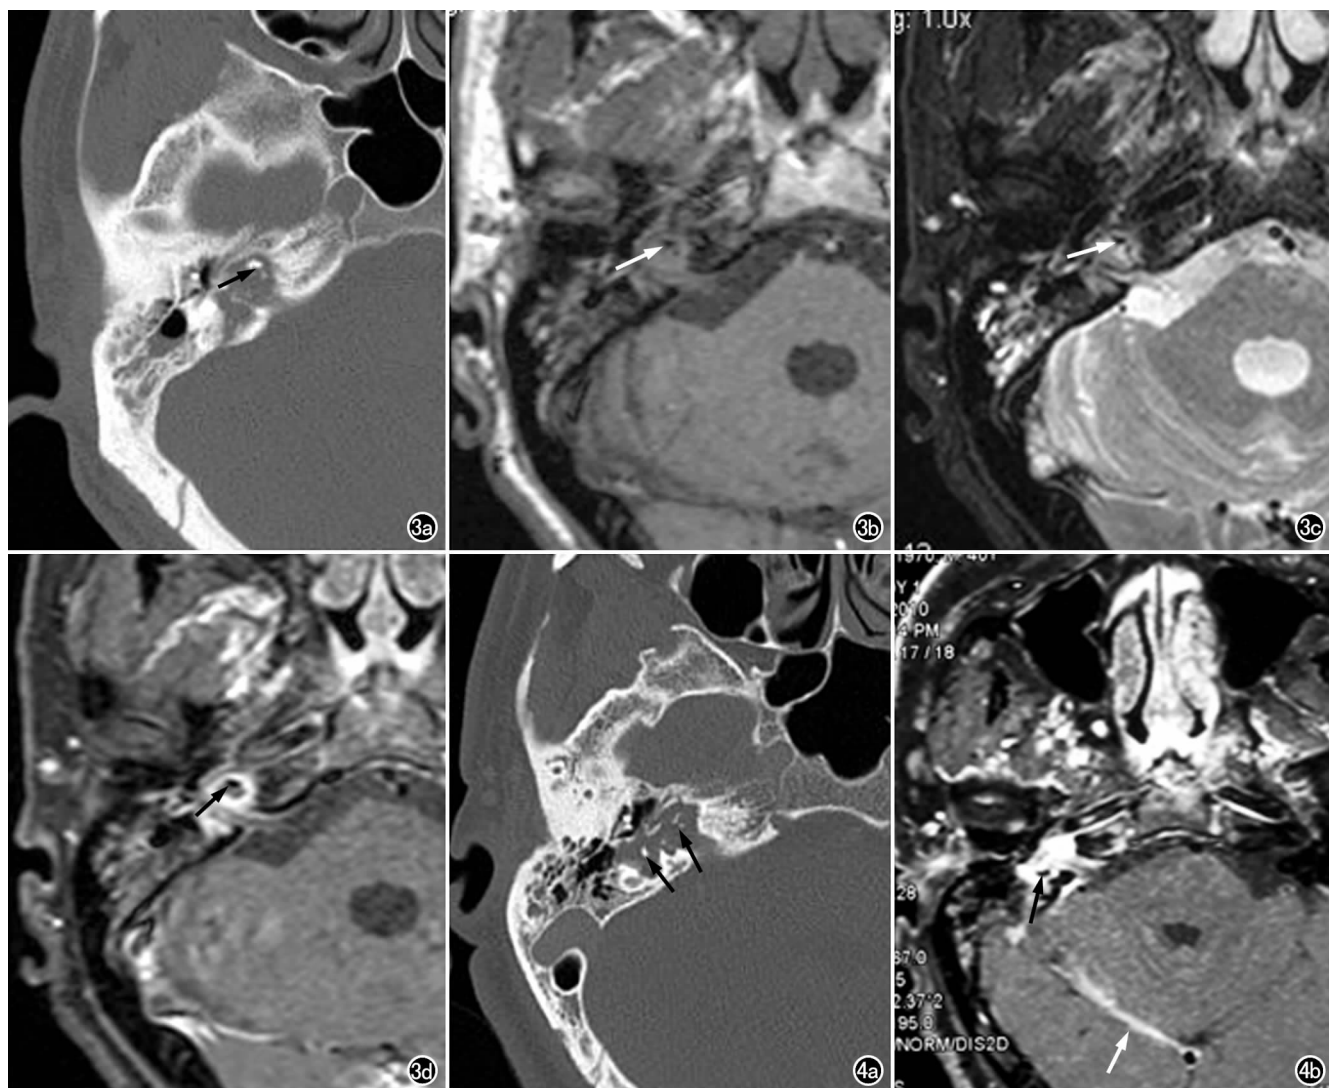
a) 轴面 HRCT, 示右侧乳突气化, 中耳乳突透光差, 内耳骨迷路结构破坏, 代之以软组织充填, 内见多个大小不等小片高密度死骨(箭); b) 轴面 T_1 WI, 示内耳膜迷路结构缺损, 代之以不规则中等信号软组织影, 累及内听道, 内见小片低信号区死骨(箭); c) 轴面 T_2 WI, 示高信号的内耳膜迷路结构缺损, 代之以不规则中等偏高信号软组织影, 累及内听道, 内见小片低信号区死骨(箭), 乳突中耳内积液; d) 增强脂肪抑制 T_1 WI, 示软组织明显强化, 内见片状低信号无强化区死骨(箭)。图 4 a) 轴面 HRCT, 示右侧乳突气化, 部分乳突透光可, 内耳骨迷路结构破坏, 代之以不规则软组织影, 累及内听道, 内见散在多个小片高密度死骨(箭); b) 增强脂肪抑制 T_1 WI, 示软组织明显强化, 累及内听道, 内见低信号无强化区死骨(黑箭), 小脑内见脑膜增厚强化(白箭)。
